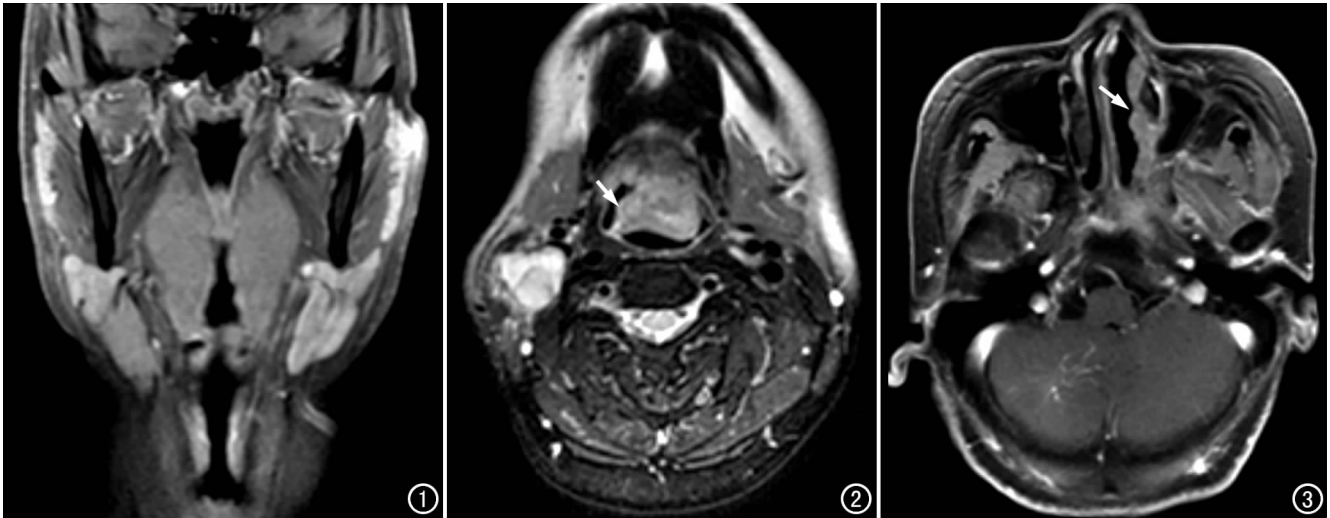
咽淋巴环 NHL(弥漫肿胀型), 冠状面增强 MRI 示咽淋巴环黏膜呈弥漫性肿胀, 中等强化。图 2 舌根 NHL(结节肿块型), T₂WI 示舌根部中等信号的结节状肿块突入咽腔(箭), 并侵及会厌, 病变信号基本均匀。图 3 鼻腔内 NHL(溃疡糜烂型), 增强 MRI 示左侧鼻腔黏膜略增厚, 局部坏死、脱落, 黏膜变薄(箭)。
